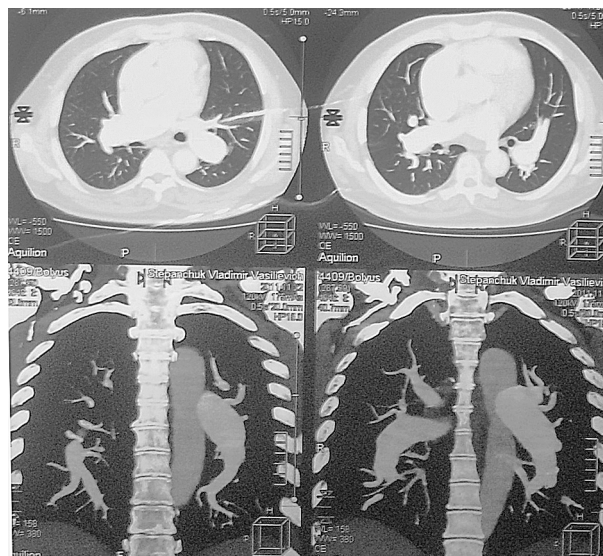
Комп'ютерна томографія: виражене розширення стовбура легеневої артерії, а також основних, часткових і сегментарних артерій, звивистість артерій
